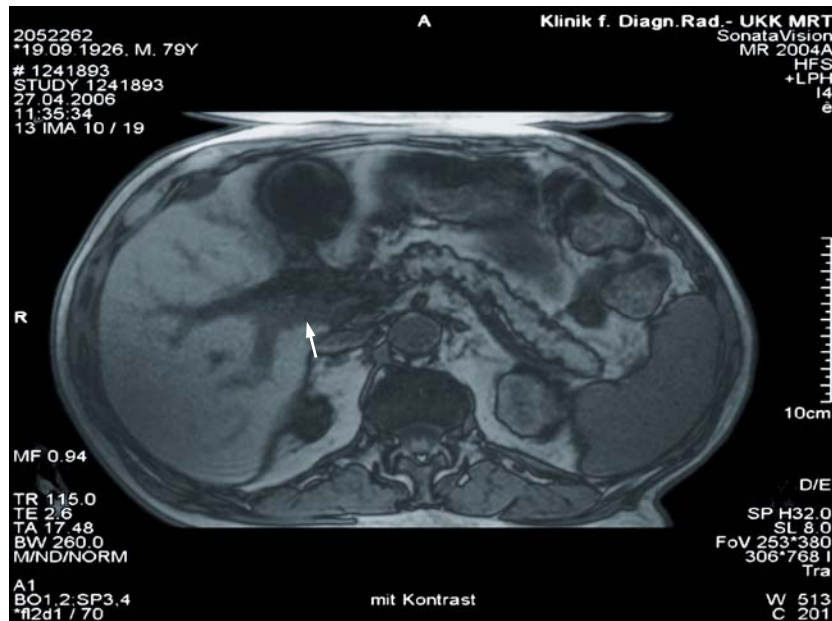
MRT-Bild mit Kontrastmittel eines zentralen perihilären Cholangiokarzinoms mit ausgeprägter Tumordinfiltration und Gallengangsdilatation
